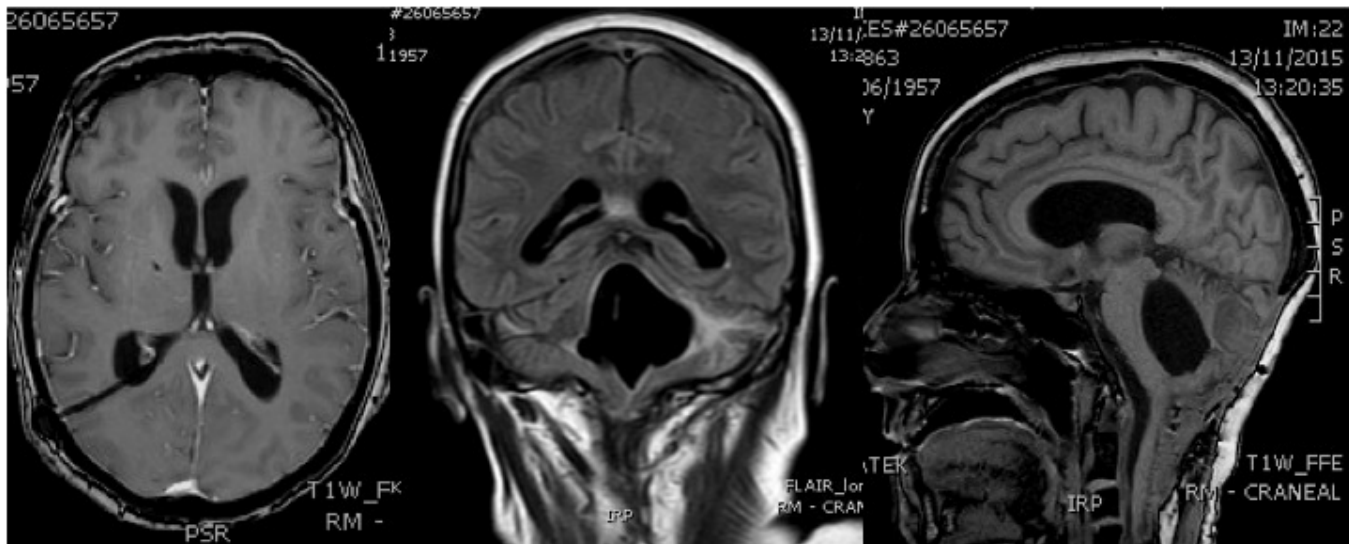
Paciente portadora de válvula de derivación lumbo-peritoneal desde hace 3 meses que presenta cuadro de cefalea de 2 semanas de evolución. TC Craneal: hematoma subdural laminar subagudo
